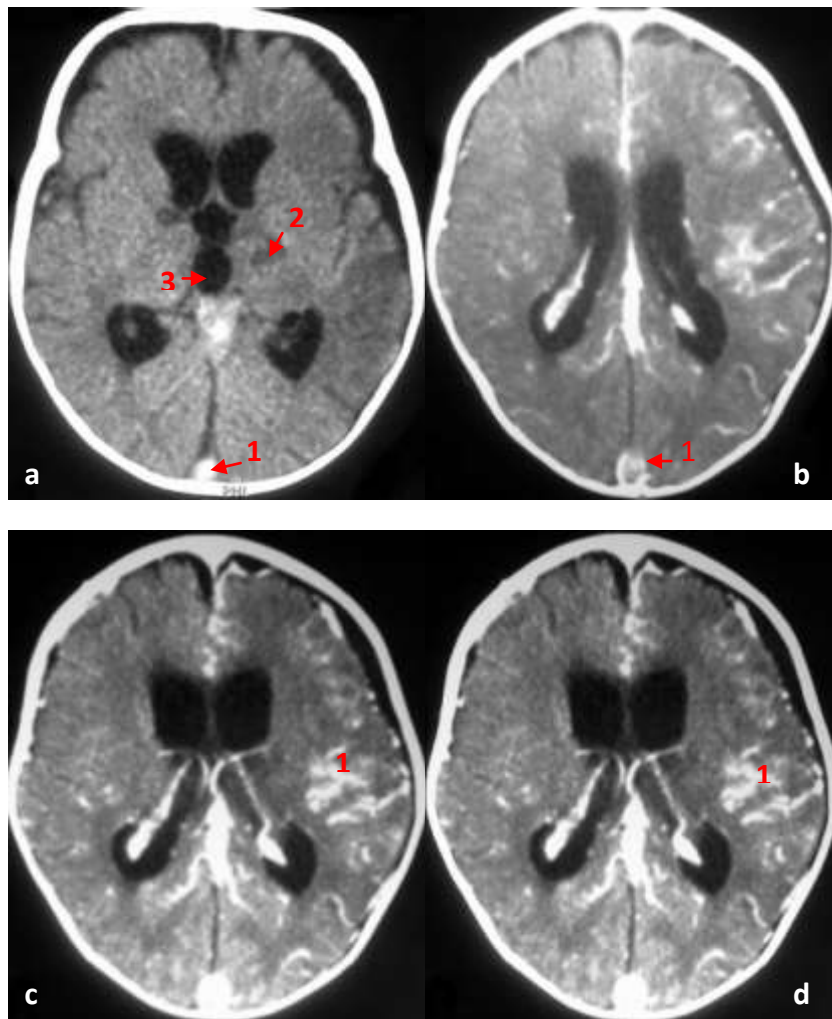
COMPLICATION ASSOCIEE : VASCULAIRE ET MECANIQUE à la TDM
